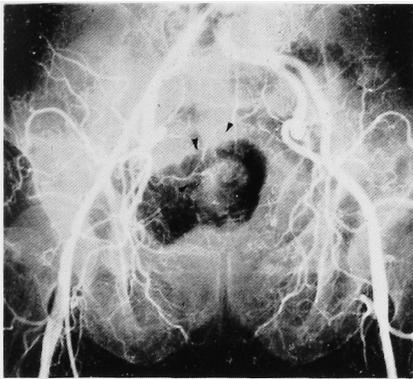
Misdiagnosis by CT.
